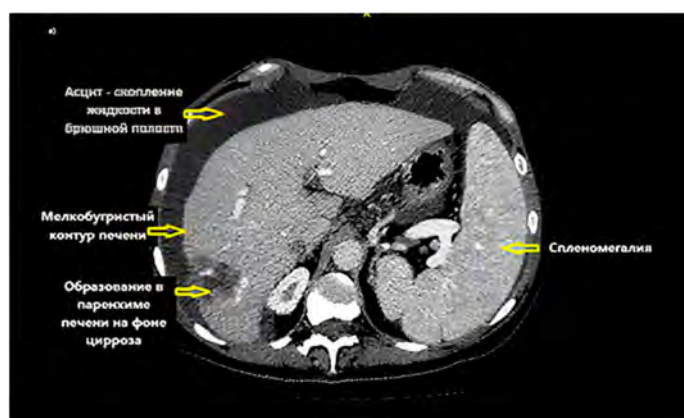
Компьютерная томография органов брюшной полости (Источник: портал mrt-vmsk.ru)
